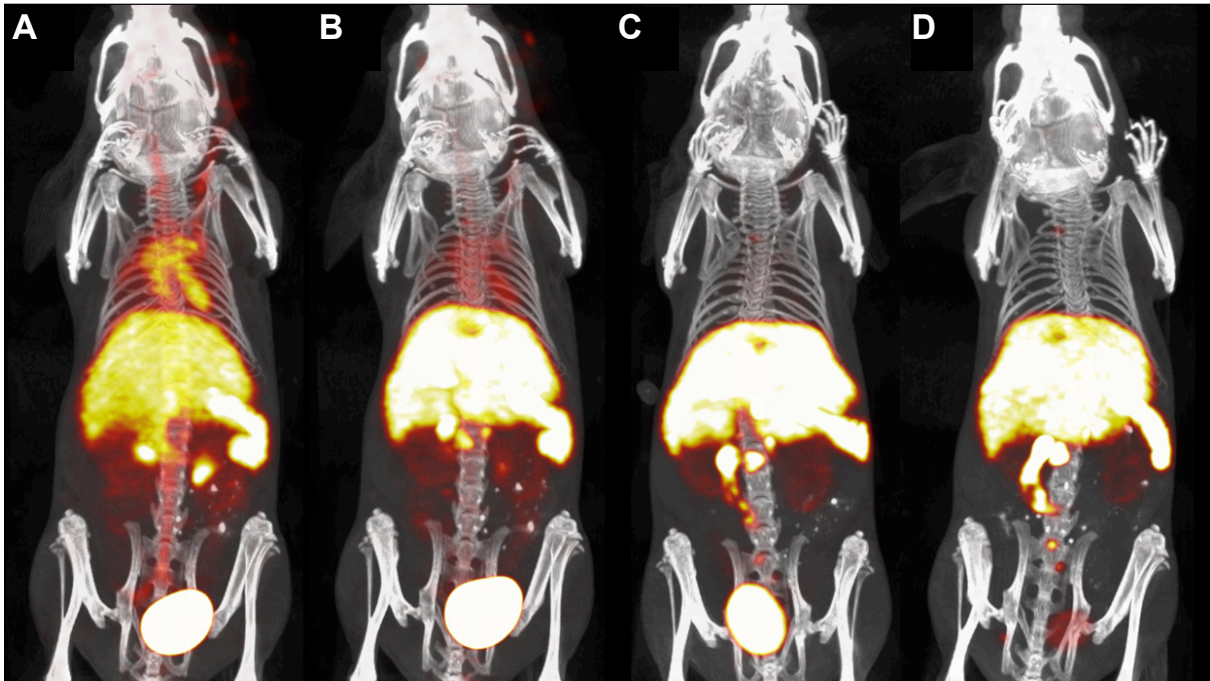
SPECT-CT-Messungen zur Bestimmung der Bluthalbwertszeit und der Organverteilung von ^{111}In -DTPA-XTEN-AnxA5. Darstellung von vier Projektionen mit maximaler Intensität einer Maus nach Injektion von ^{111}In -markiertem Fusionsprotein. (A) 0,5 h, (B) 1,2 h, (C) 3,2 h, und (D) 21 h nach Injektion.
